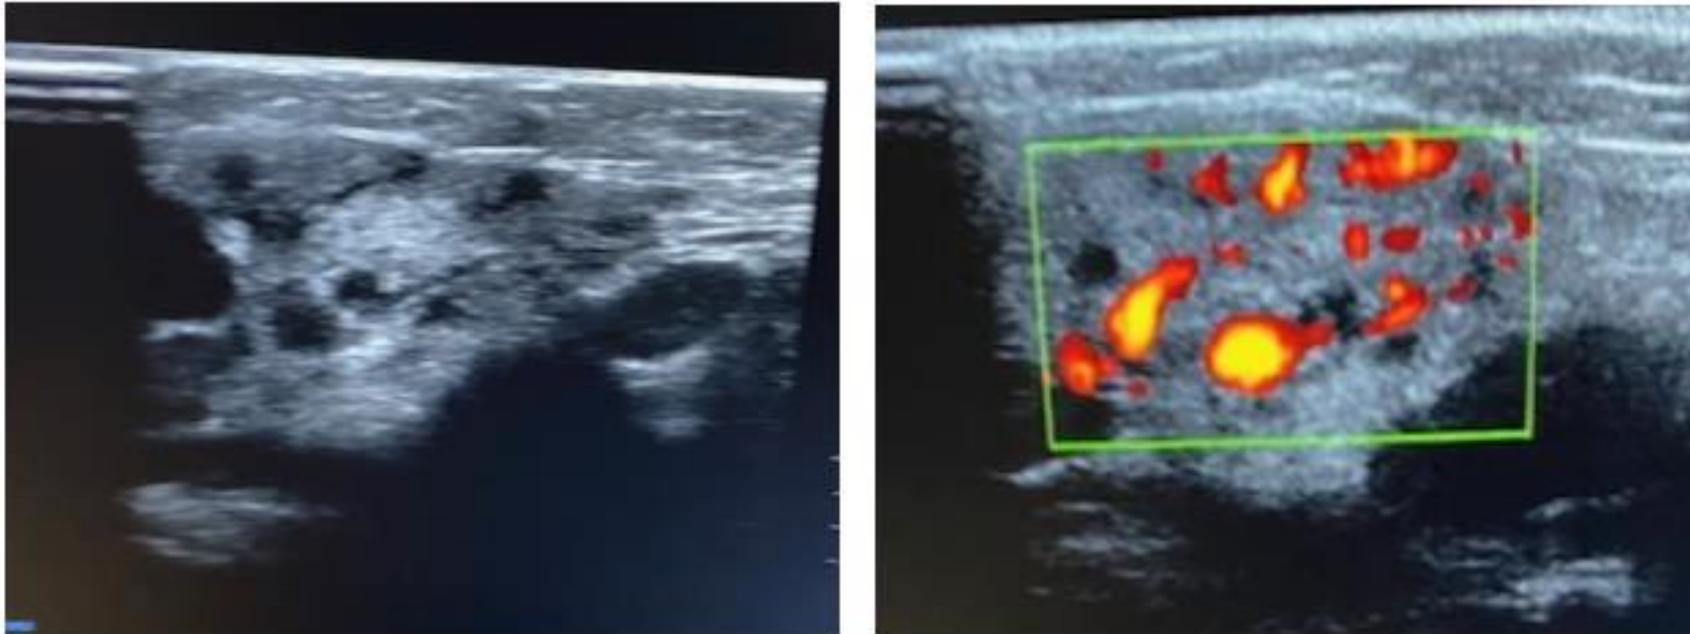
Glándula parótida aumentada de tamaño con pequeñas áreas hipoecoicas en su interior y aumento difuso de la señal Doppler color.
